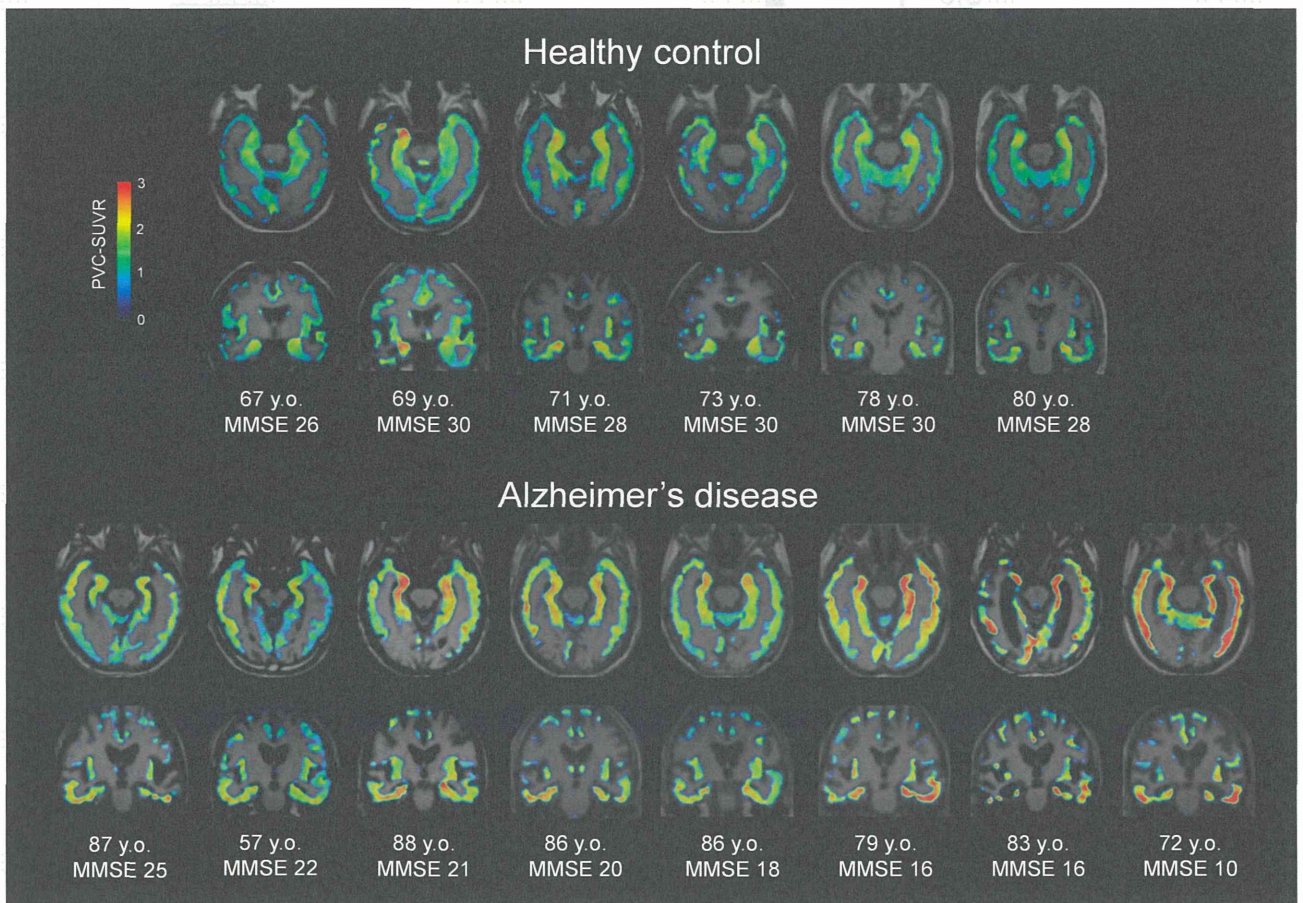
健常高齢者 (Healthy control)、アルツハイマー病患者 (Alzheimer's disease) の $[^{18}\text{F}]\text{THK-5117}$ PET 画像 (部分容積効果補正後)
